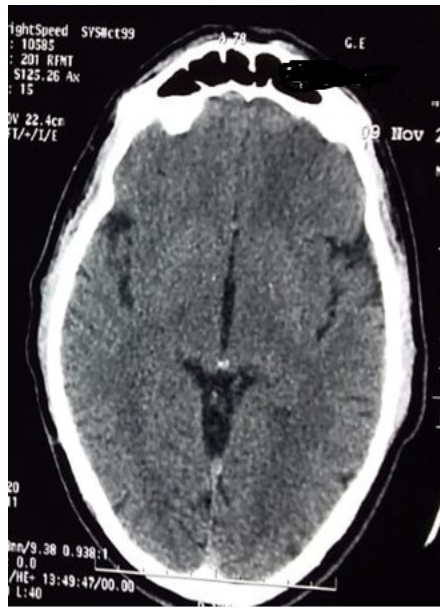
TDM cérébrale (09/11/16) : montre une hypodensité mal systématisée frontale gauche évoquant un AVC d'origine veineuse
